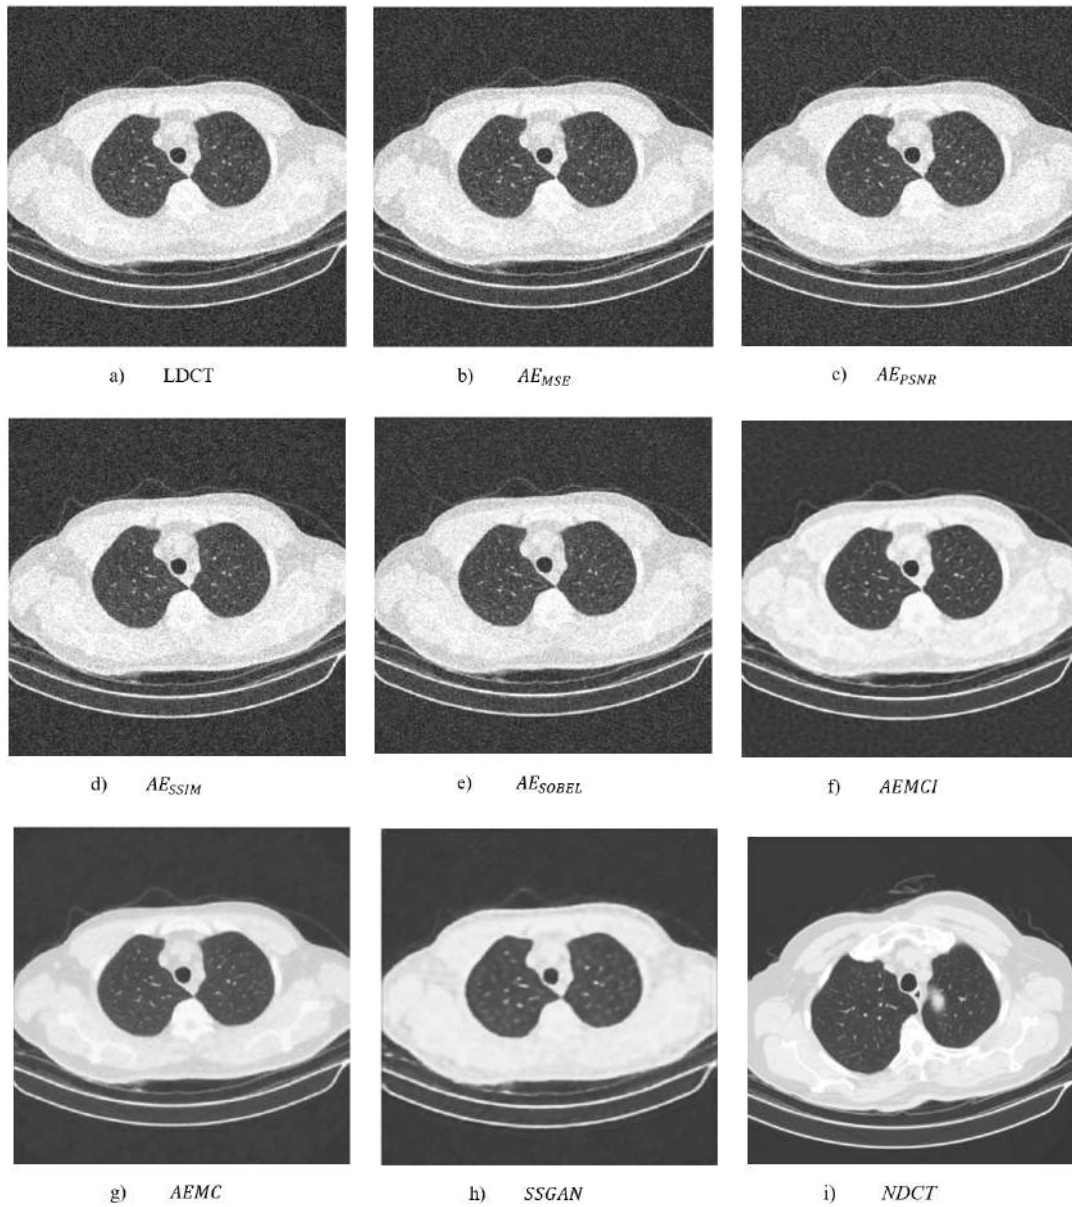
Comparación de diferentes reconstrucciones de una TAC de Tórax. a) LDCT, b) AE_{MSE} , c) AE_{PSNR} , d) AE_{SSIM} , e) AE_{SOBEL} , f) $AEMCI$, g) $AEMC$, h) $SSGAN$ e i) $NDCT$.
